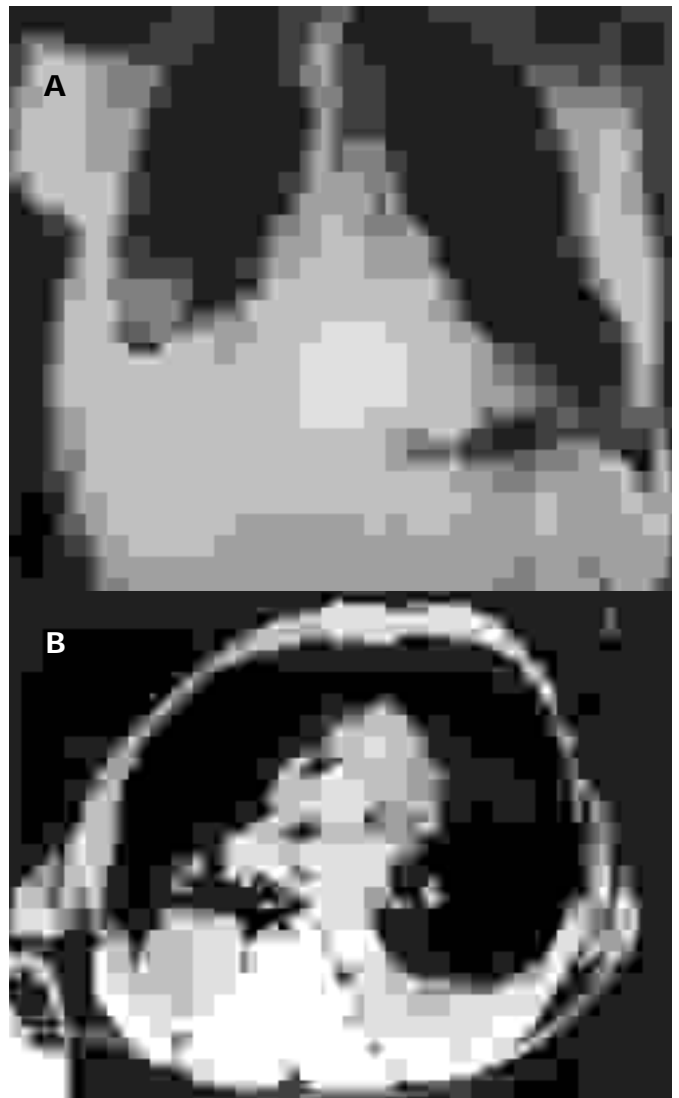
A) Radiografía de tórax. Derrame pleural encapsulado; B) TAC de tórax. Derrame pleural bilateral con cavitación en lóbulo medio e inferior derecho.
